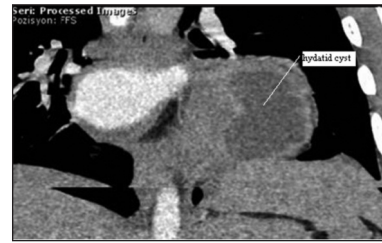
Computed tomography shows a left ventricular apical hydatid cyst.
